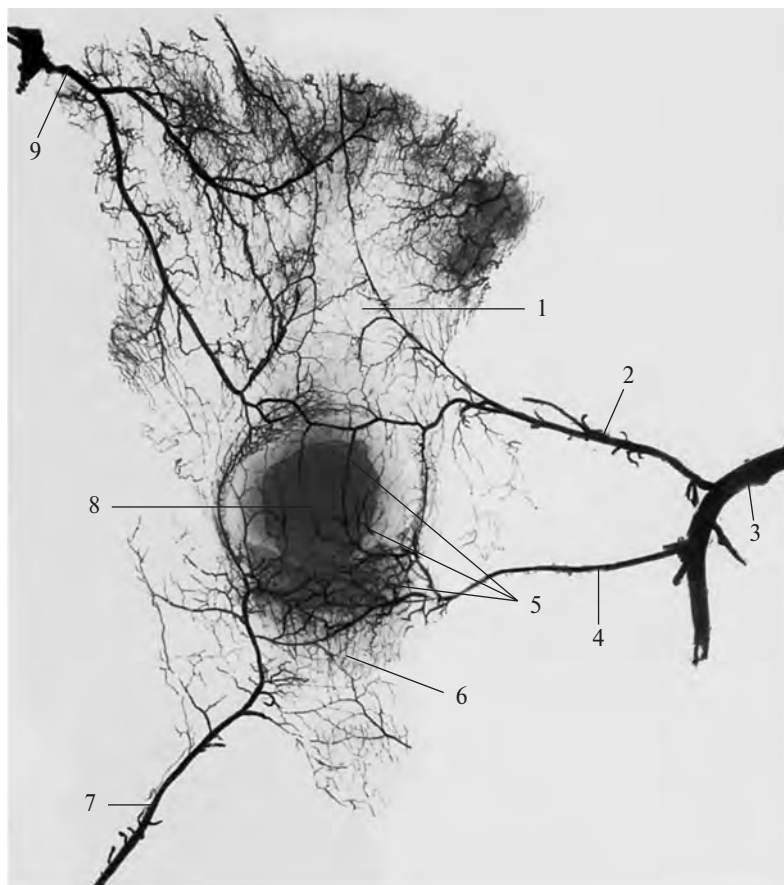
Артерии, подходящие к надколеннику, ребенка 8 лет (фотография рентгенограммы.) (Препарат Г. Томиловой.)
